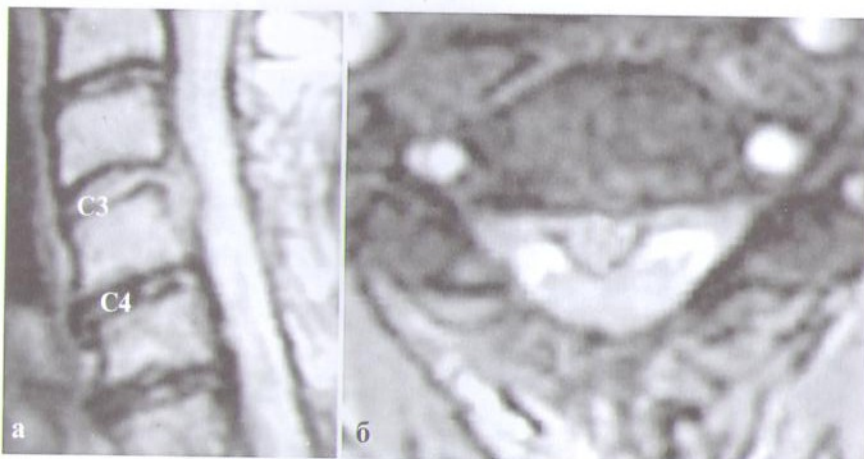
МРТ больной (а — сагиттальный и б — аксиальный срезы) с выраженными дегенеративными изменениями шейного отдела позвоночника. Срединная секвестрированная грыжа диска С3–С4-позвонков с компрессией спинного мозга.
